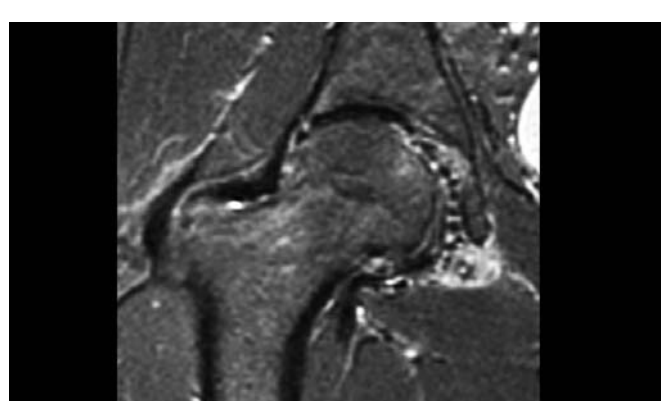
MR-Tomographie des Patienten mit Nachweis von multiplen Osteochondromen im Bereich der Fossa acetabuli und im peripheren Kompartiment.
